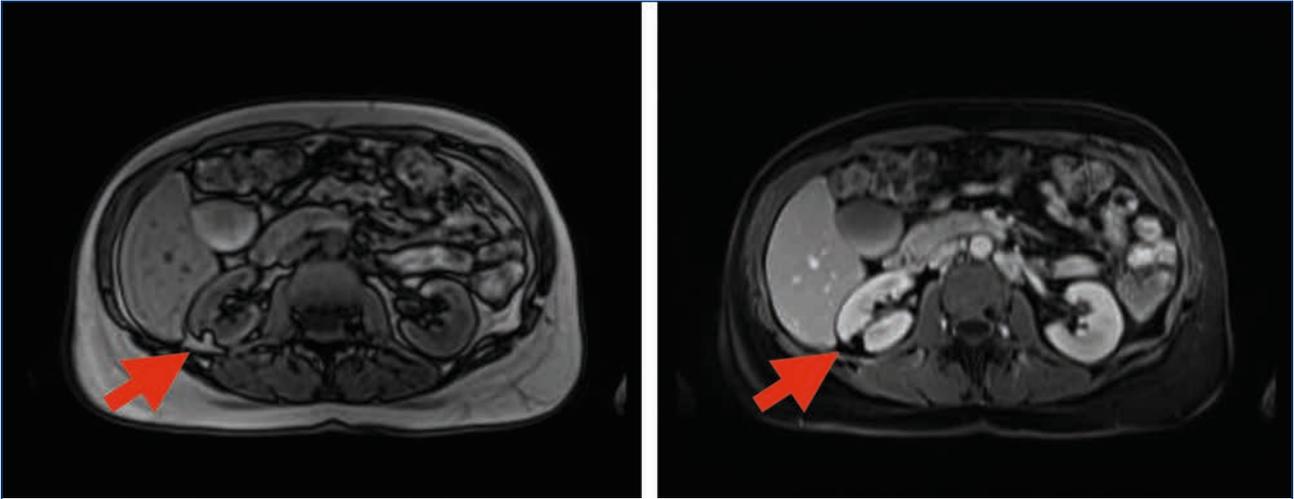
Angiomiolipoma renale alla MRI addome.
